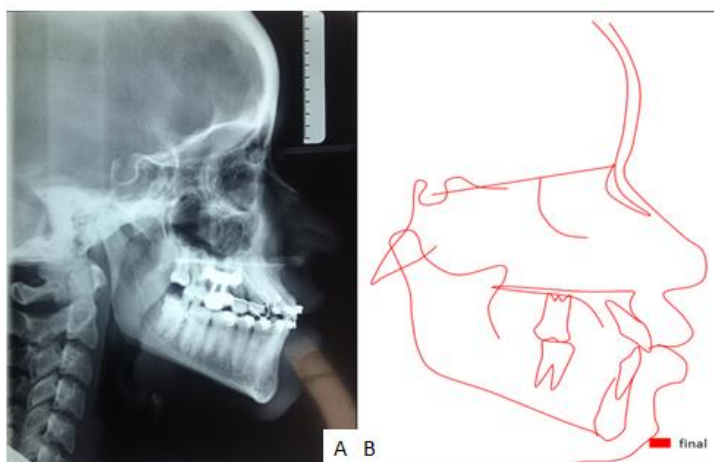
A - Teleradiografia lateral; B- traçado cefalométrico final Usp
